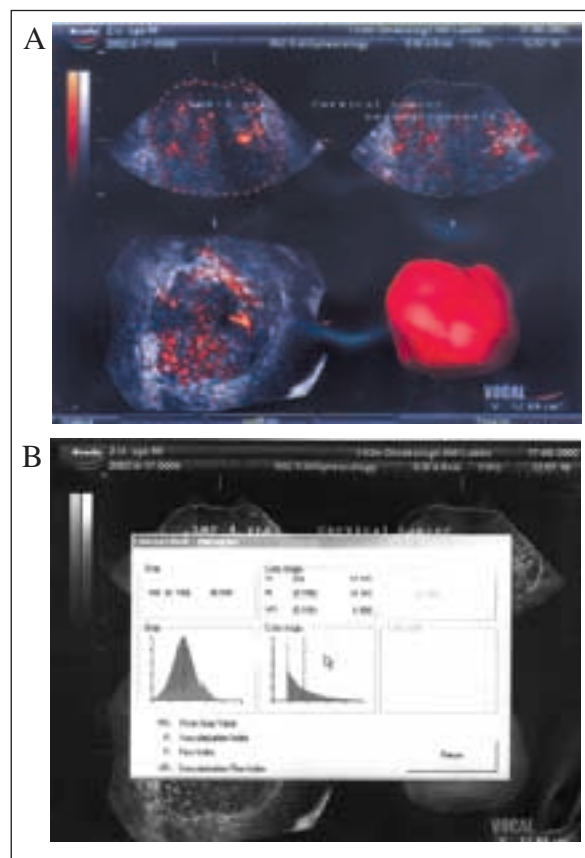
Przykład pomiaru objętości zmiany w szyjce macicy u 50-letniej kobiety, w 2 lata po menopauzie. Skąpe unaczynienie zmiany widoczne w badaniu z kolorowym Dopplerem (panel A), pomiar objętości zmiany przy zastosowaniu programu VOCAL 3D (panel B) oraz angiohistogram (panel C), który wskazuje na stosunkowo słabe unaczynienie nowotworu VI=8,333; FI=32,689 oraz VFI= 2,724
